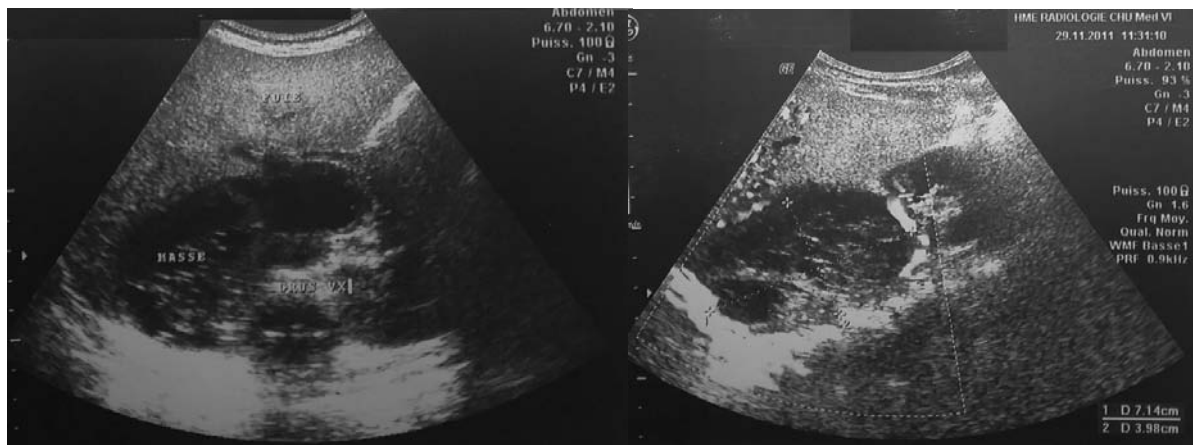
Neuroblastome surrénalien droit, aspect échographique : masse mixte tissulaire et kystique ovale et bien limitée hypoéchogène hétérogène englobant et refoulant les gros vaisseaux, mesurant : 8.8 x 4.6 x7 cm
